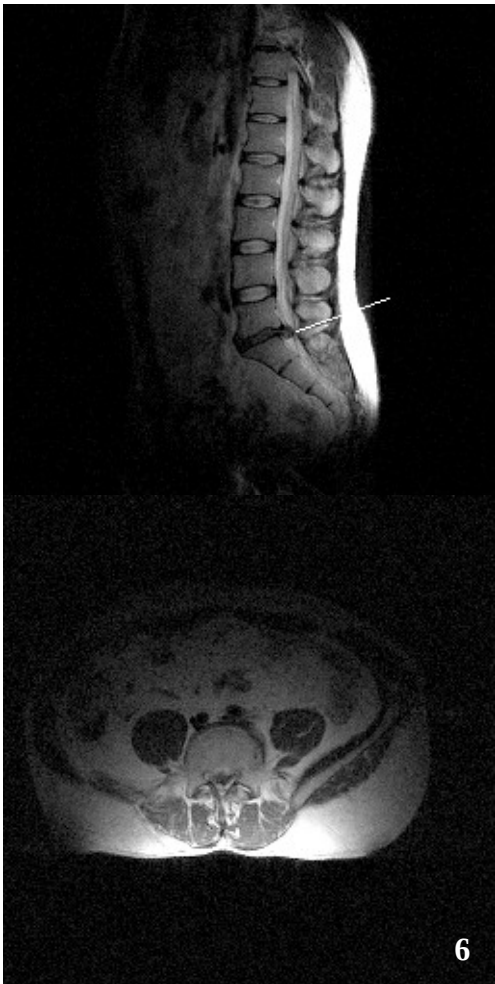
МР-томография поясничного отдела позвоночника, Т2-ВИ (обозначения см. рис. 1).
